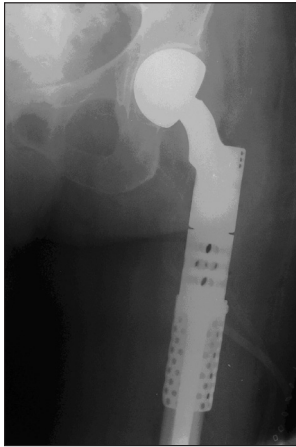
Рентгенограма проксимального відділу правого стегна в прямій проекції після операції пацієнтки Р.
